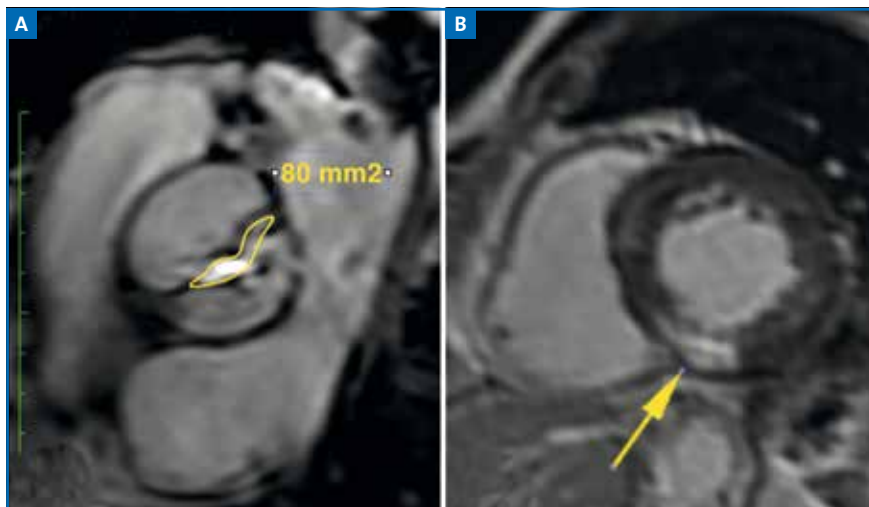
Homme de 63 ans, IRM. A: planimétrie de 0,8 cm², la bicuspidie est bien mise en évidence; B: rehaussement tardif, prise de contraste myocardique.
